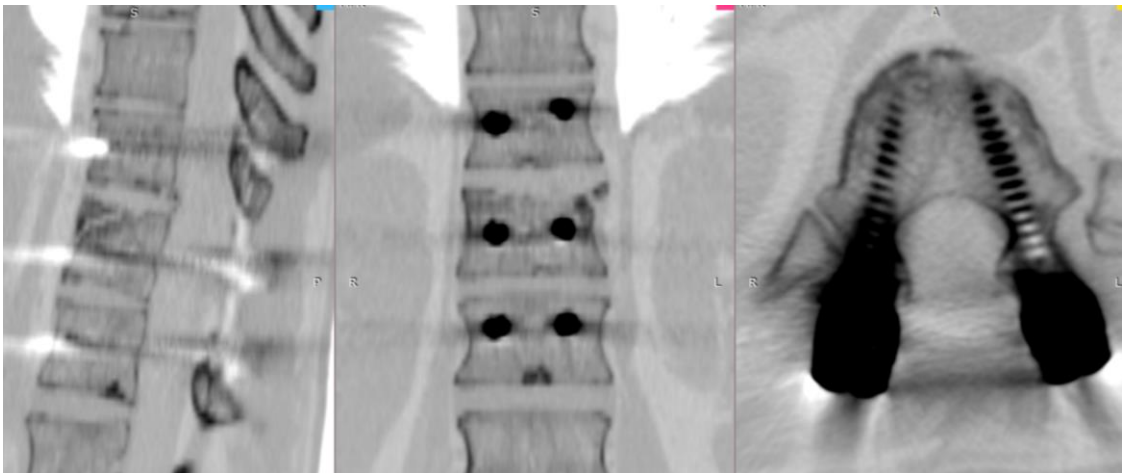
СКТ пациента Б. через год после операции
